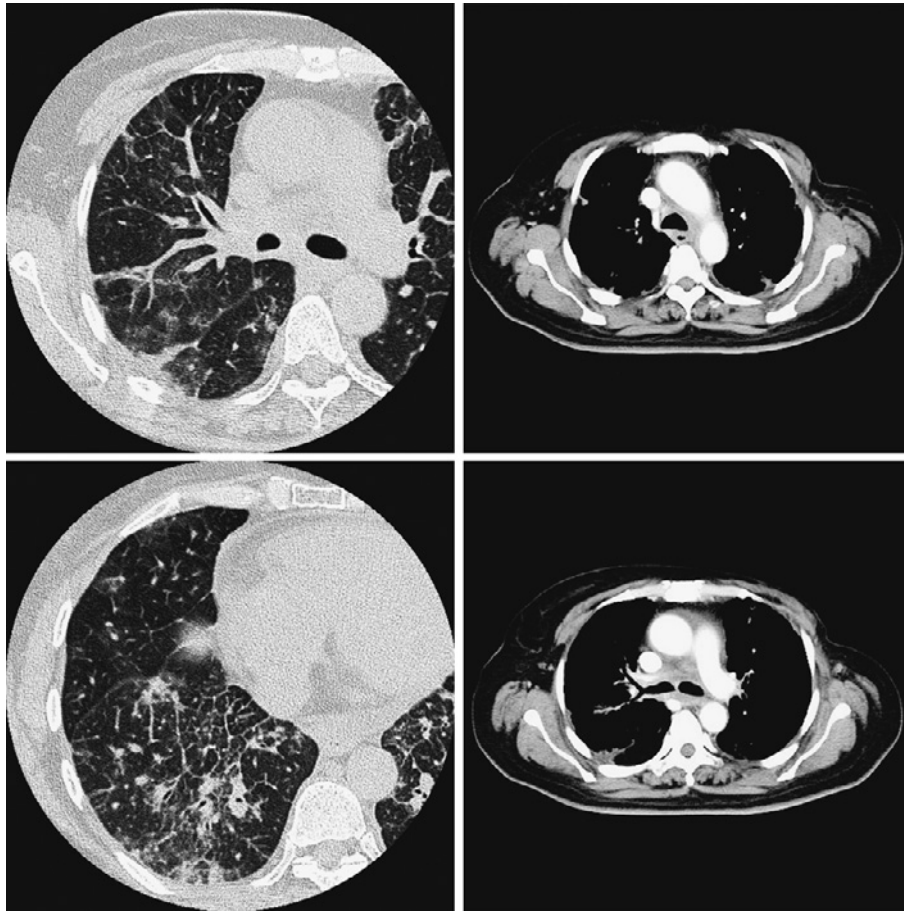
Chest CT scan on admission showing thickened bronchovascular bundles and interlobular septa through out the bilateral lung fields, and no swollen mediastinal lymph nodes.
